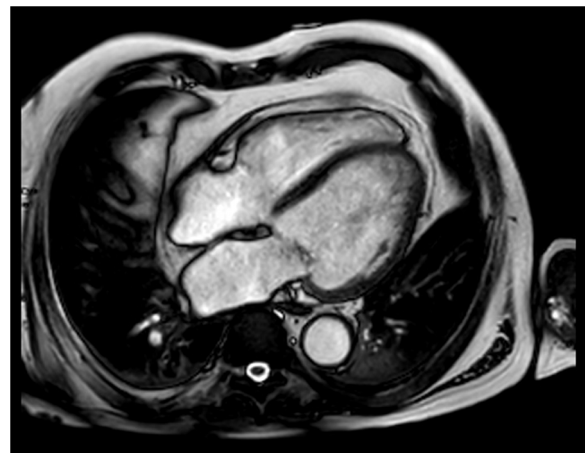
Resonancia magnética cardíaca. Proyección en eje corto.
